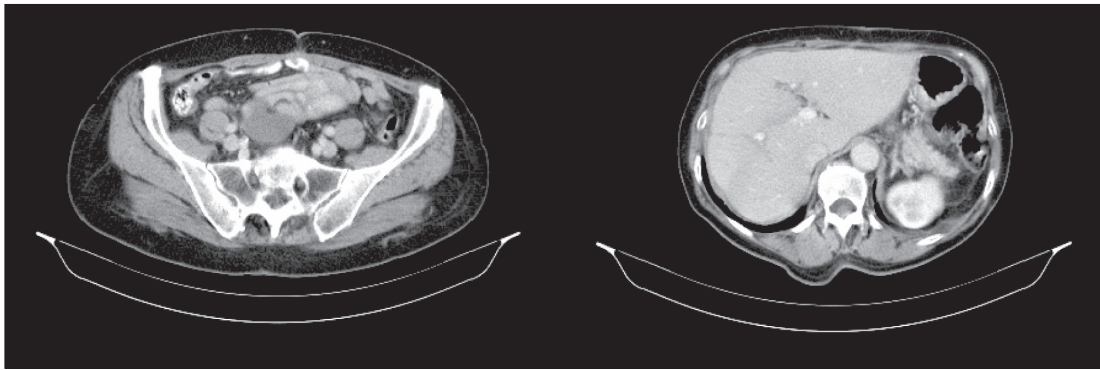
КТ брюшной полости. Продолженный рост опухоли
